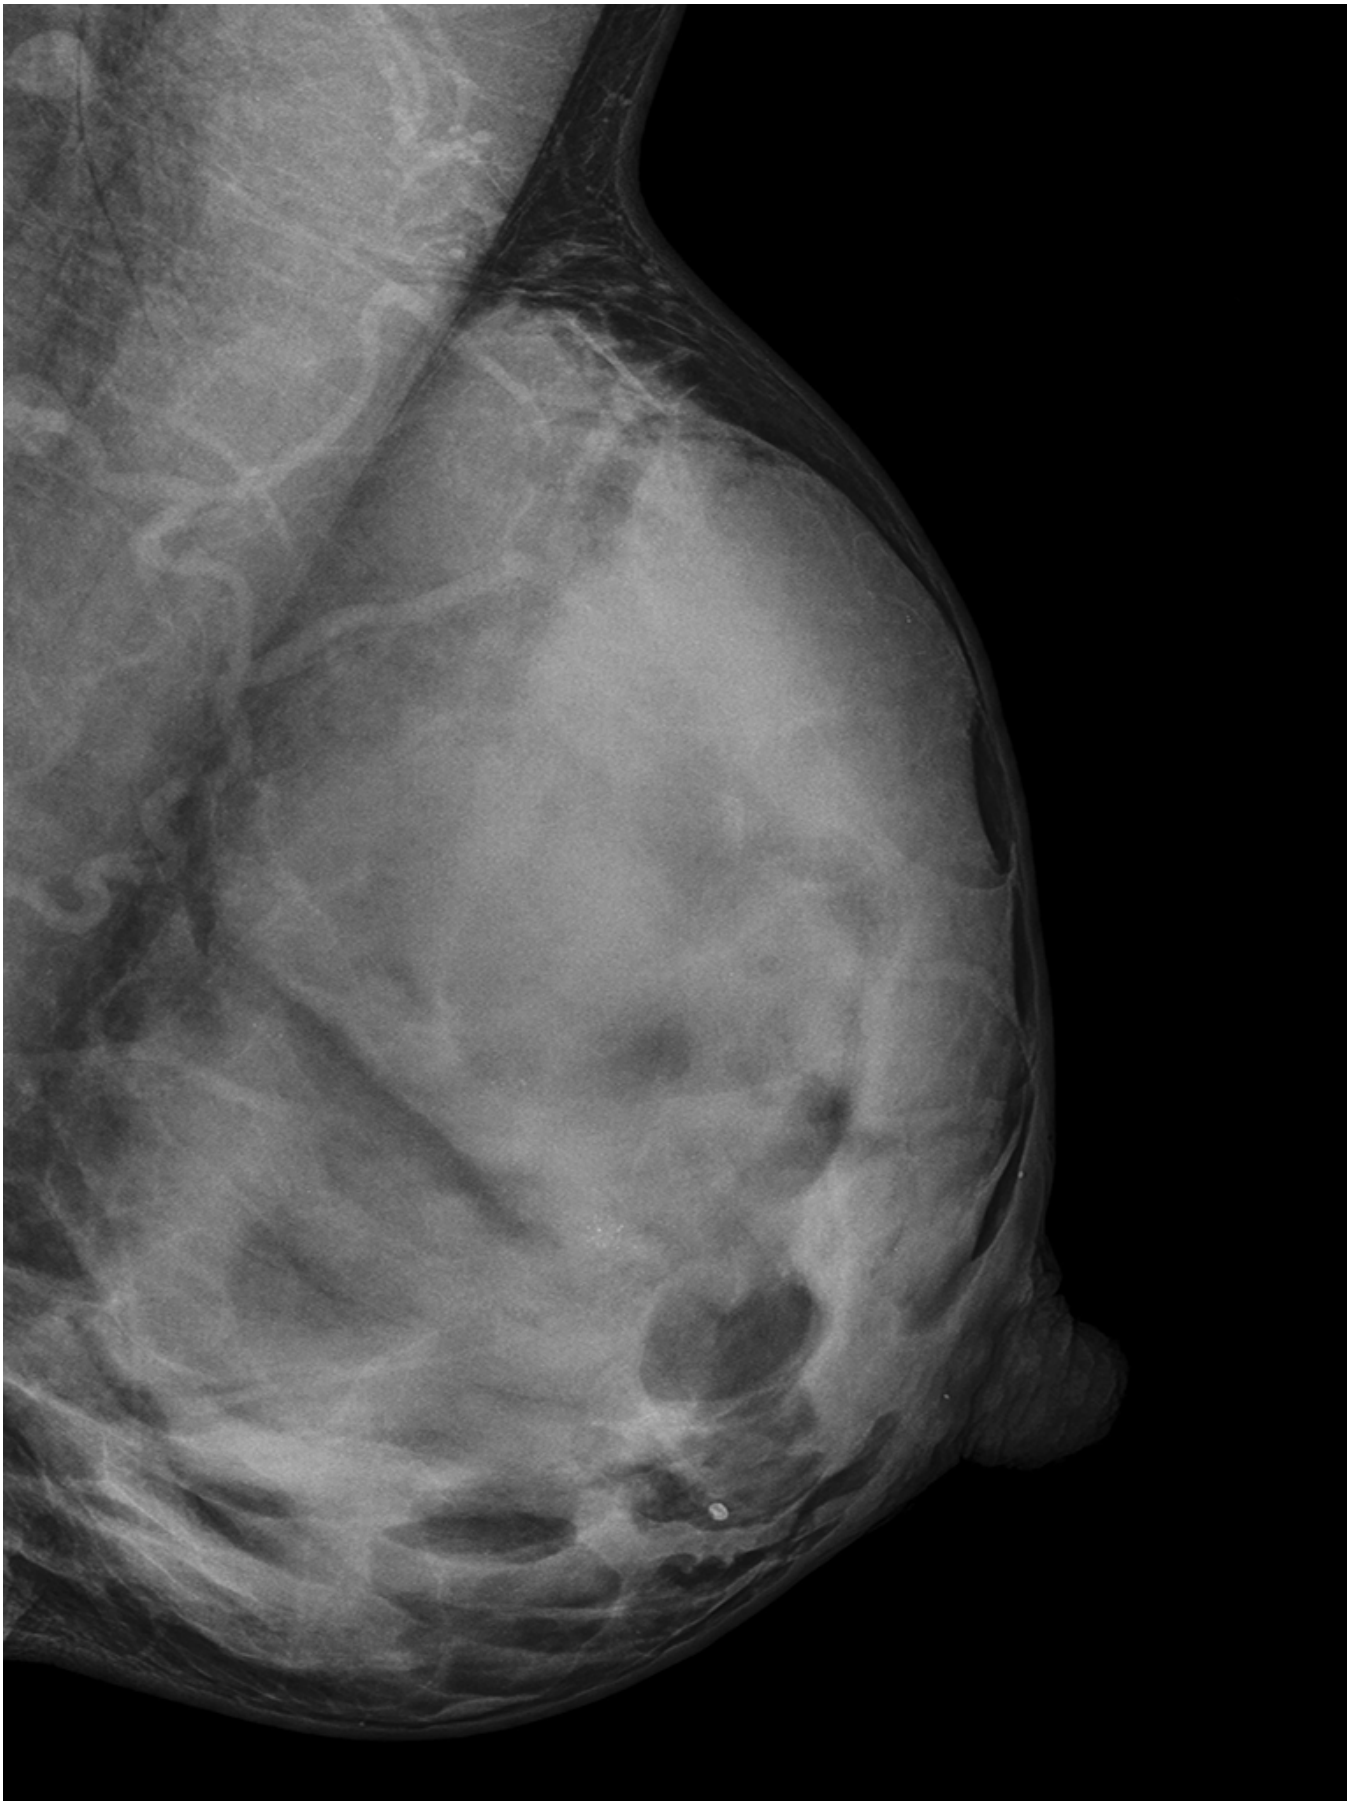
Mamas muy densas sin nódulos definidos. Se realiza ecografía complementaria.
